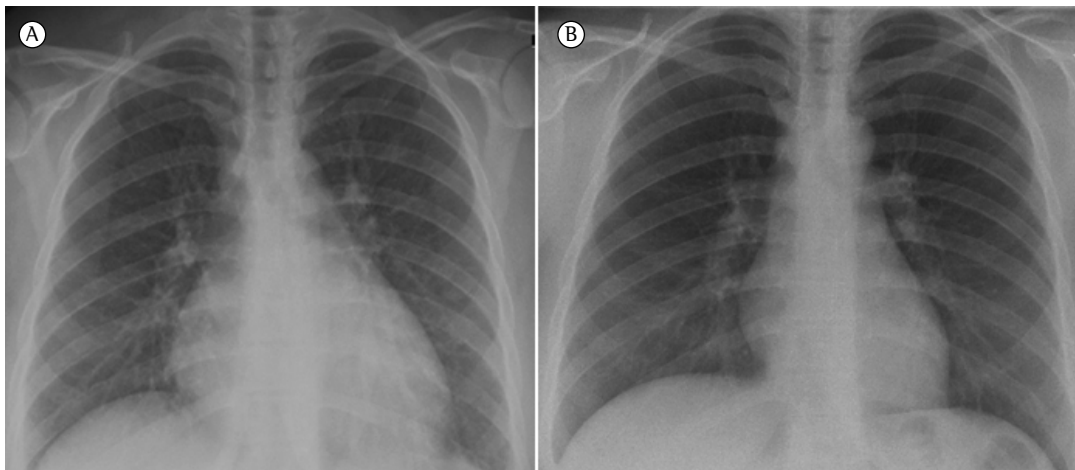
Em A, radiografia de tórax na admissão hospitalar mostrando padrão intersticial misto (reticular e micronodular) e cardiomegalia. Em B, radiografia de tórax na alta hospitalar mostrando a normalização dos campos pulmonares e da área cardíaca.
